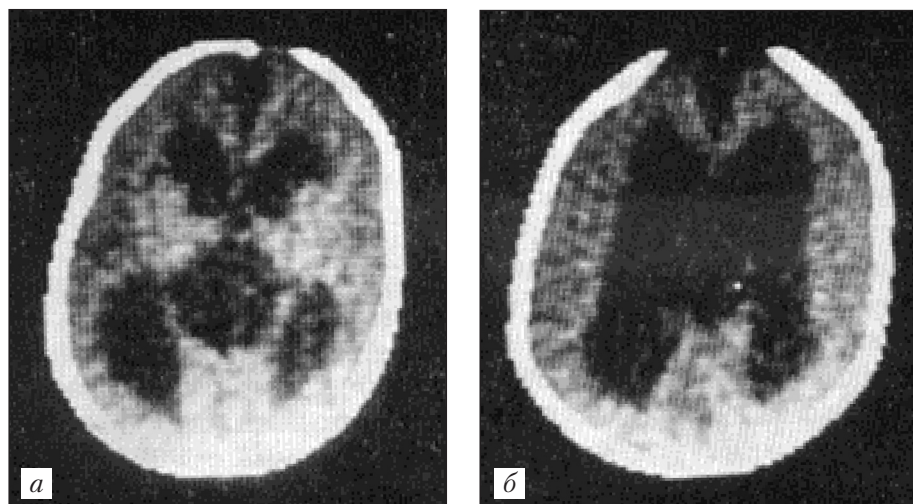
Компьютерная томография при симметричной гидроцефалии у ребенка 2,5 мес. (а, б)
